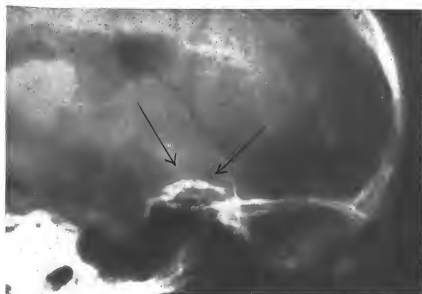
Méningiome olfactif de type postérieur (olfacto-tuberculaire). Obs. XII. Radiographie de profil : ostéome du 1/3 postérieur du plancher de la fosse antérieure.
